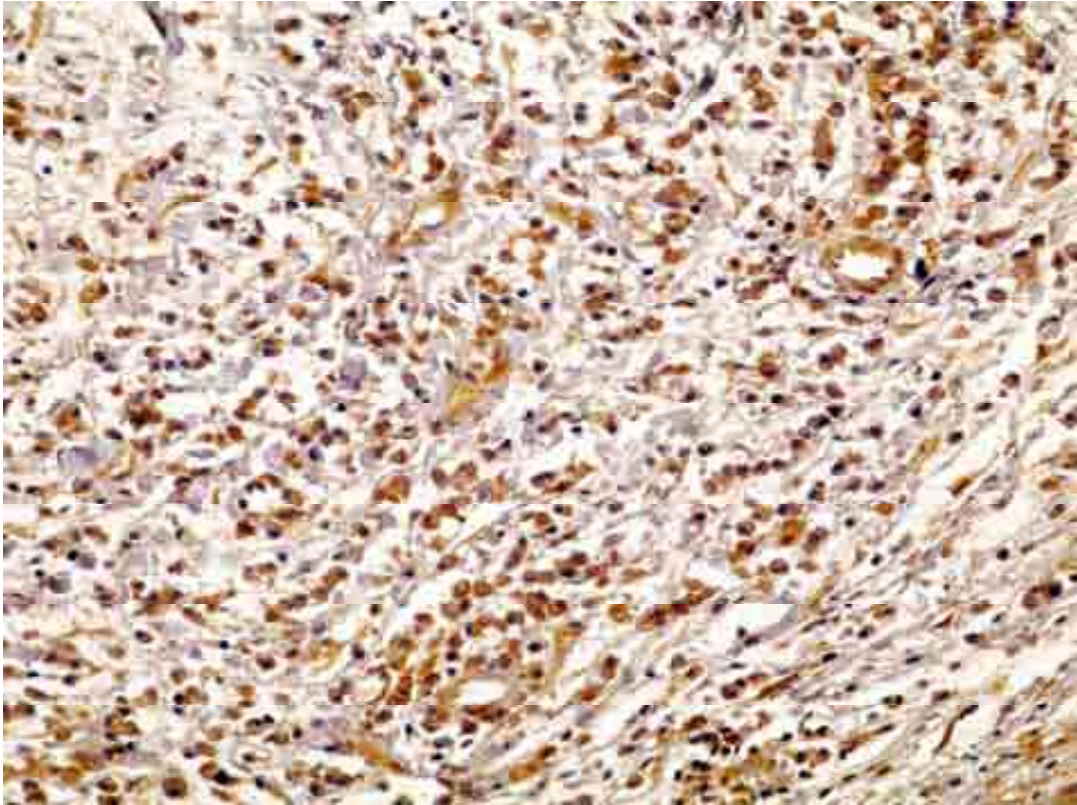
Expressão imuno-histoquímica de IL-17 em granuloma periapical evidenciada em citoplasma de células inflamatórias, endoteliais e fibroblastos. Advance (400x).
